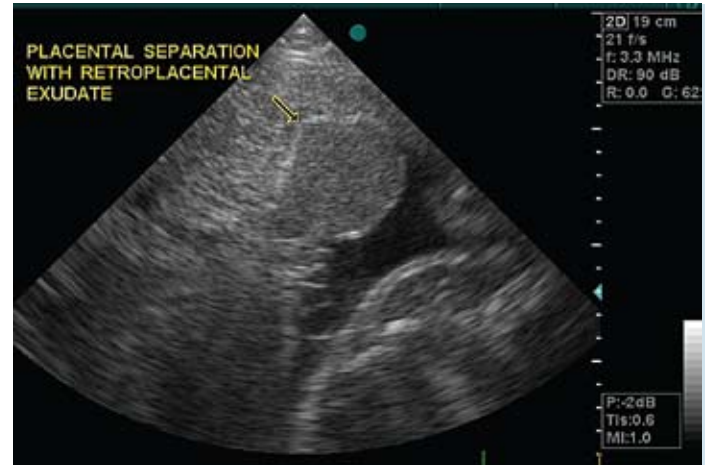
Obraz ultrasonograficzny zespolenia łożyska z macicą w okolicy ujścia wewnętrznego macicy, uwidaczniający zgrubienie łożyska i obszar jego odklejenia się (strzałka).
